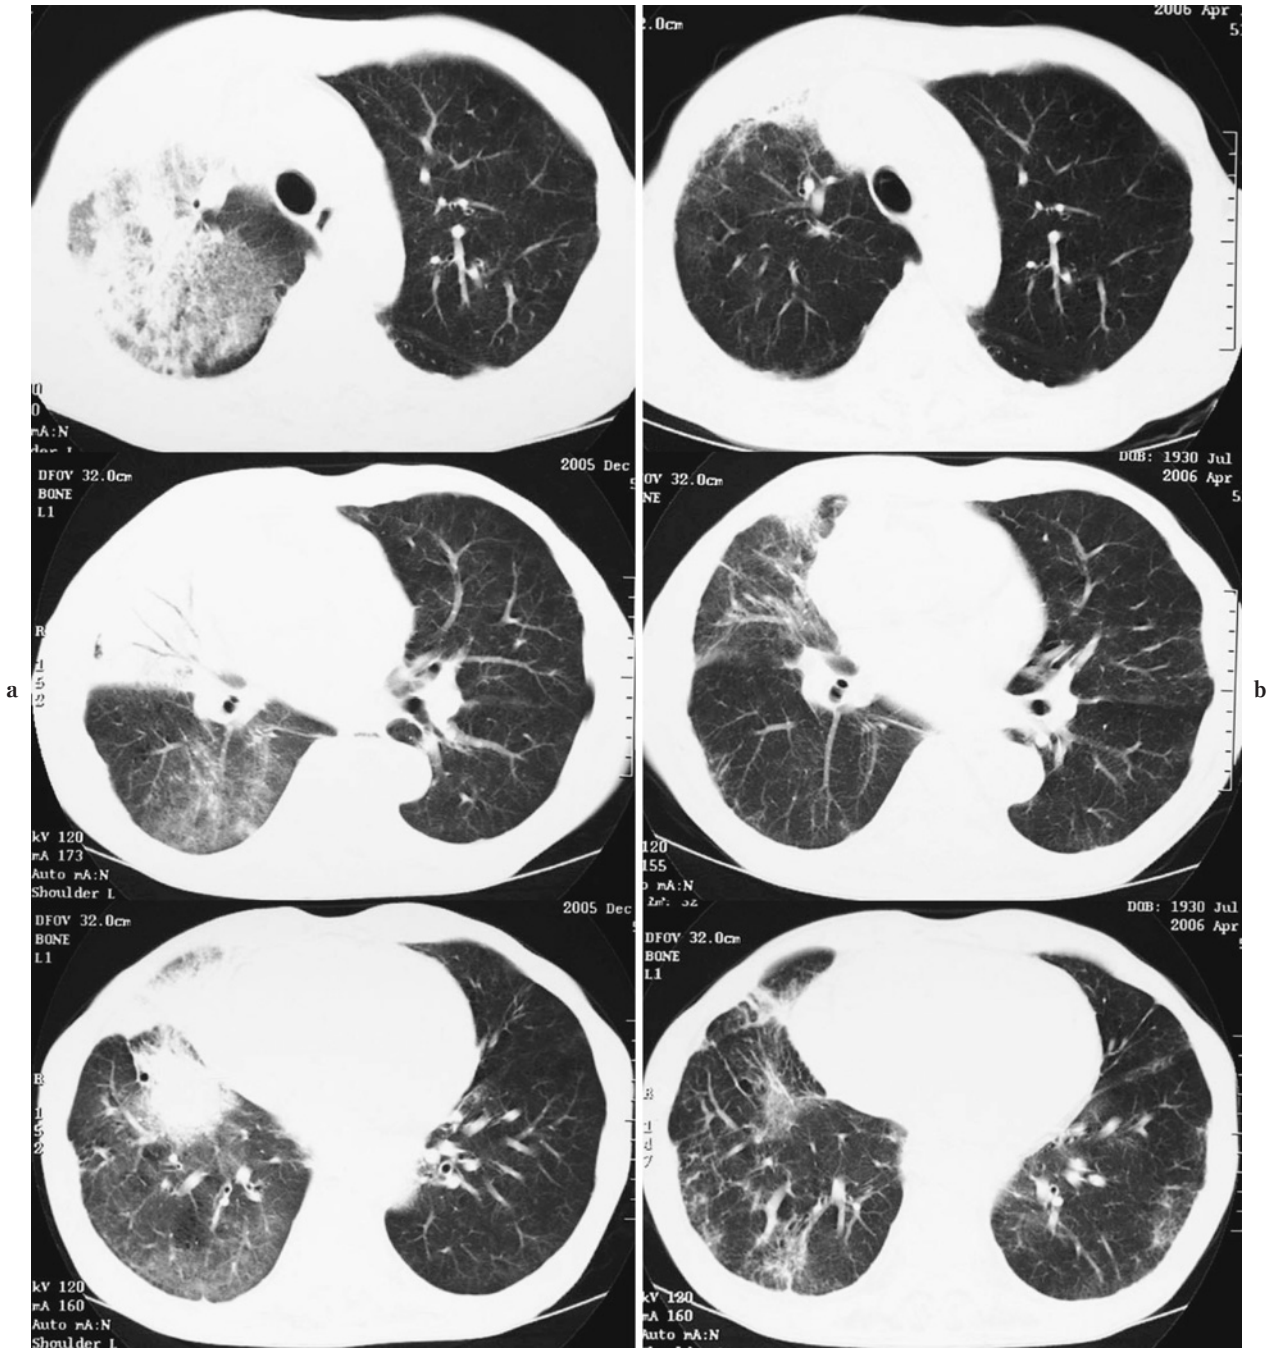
Chest CT showed an infiltrating shadow associated with air bronchograms in the right upper lobe and the middle lobe (a). After three cycles of chemotherapy, the lesion was remarkably reduced (b).
